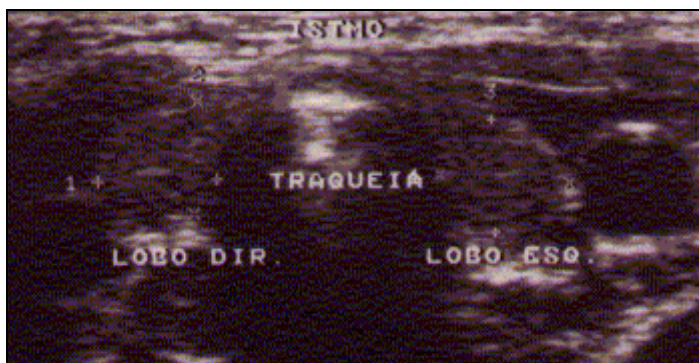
Ultrassonografia de tireoide realizada quando o probando tinha 4 anos de idade.
